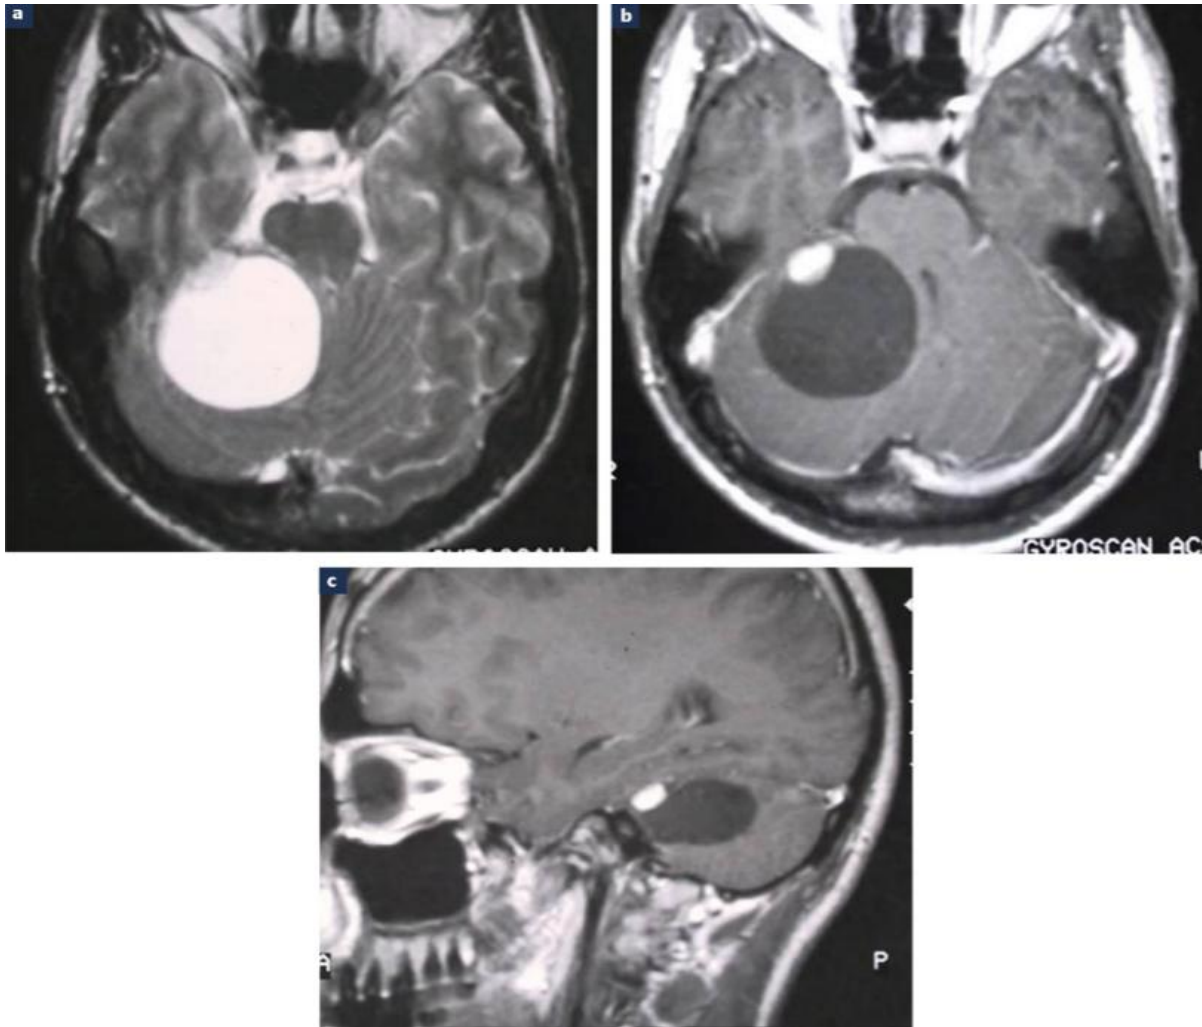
IRM cérébrale en coupes axiale T2 (a), axiale T1 injectée (b) et sagittale (c) : lésion kystique cérébelleuse droite hypo-intense en T1, hyperintense en T2, avec nodule mural de signal intermédiaire T1 fortement rehaussé par le produit de contraste : hémangioblastome kystique.
